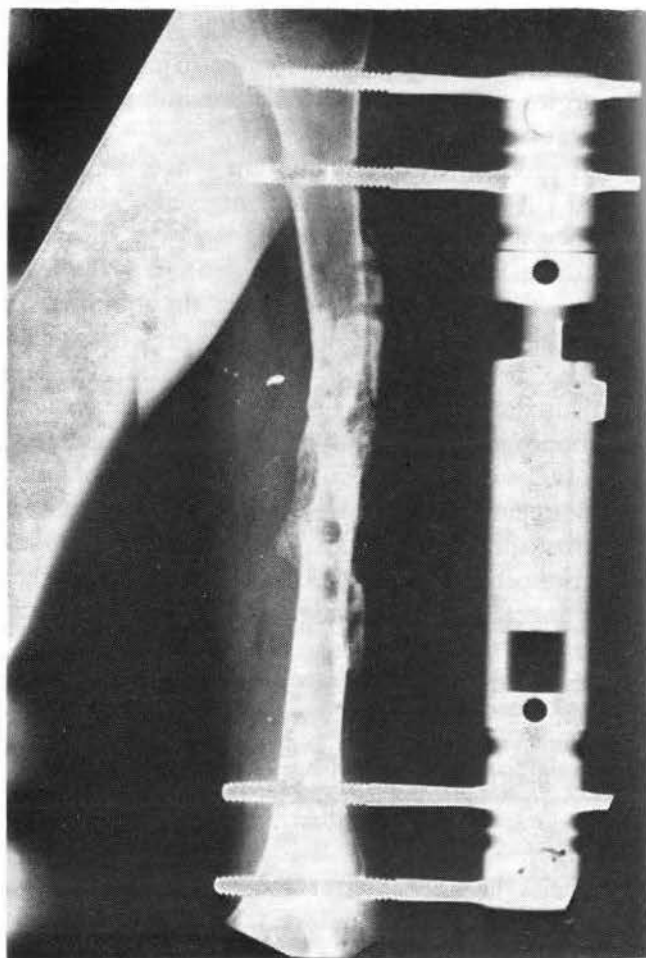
Quadro radiografico a 30 giorni dall'intervento. Si noti l'iniziale rimaneggiamento plastico del trapianto e la buona continuità dei monconi.
